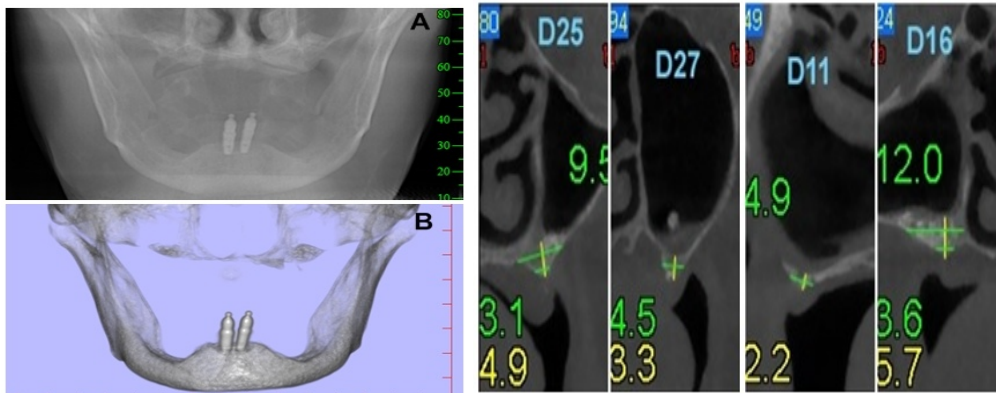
Examen CT cu atrofie severă bimaxilară:
